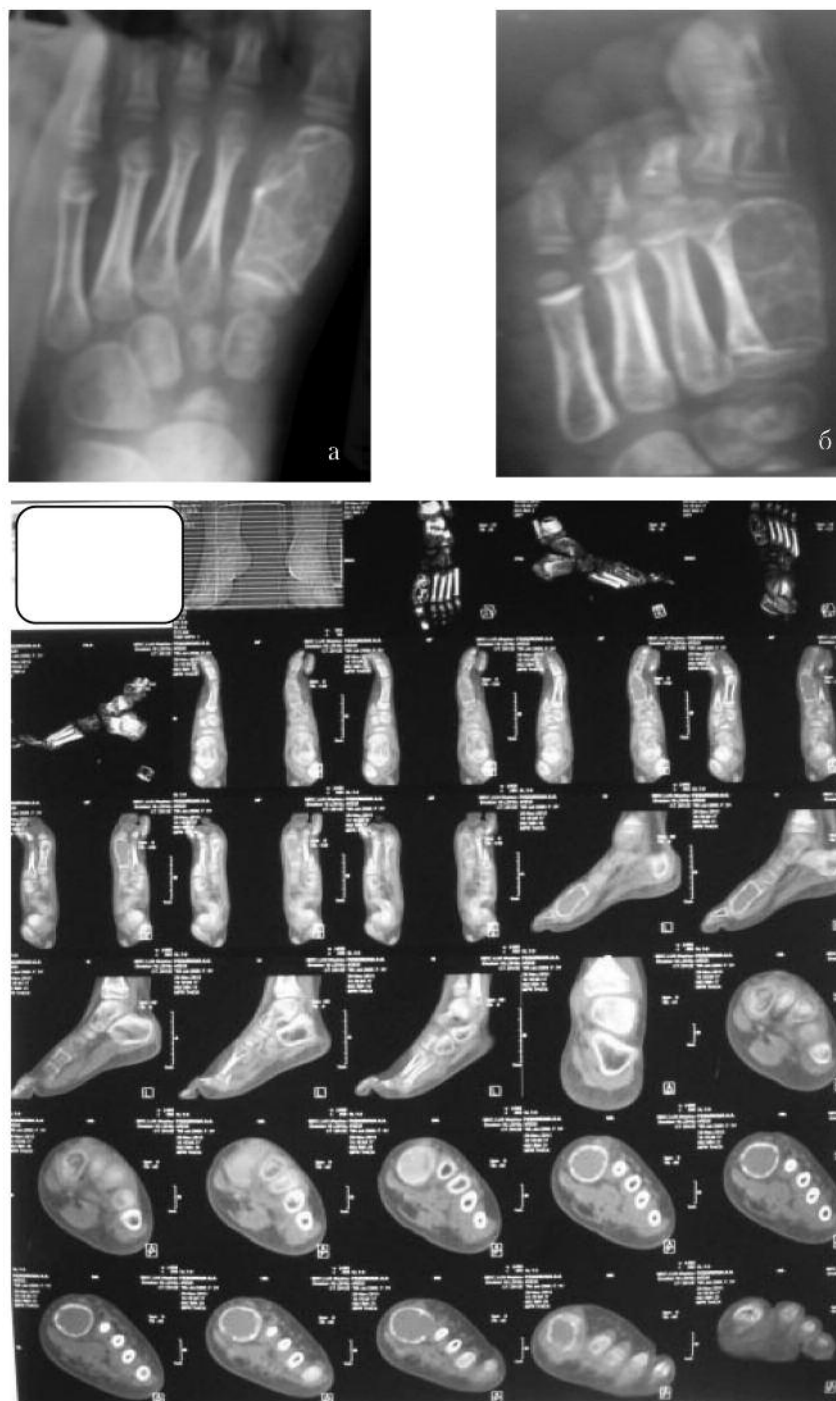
На рентгенограммах левой стопы (а, б) и компьютерной томограмме (в) в диафизе и головке I плюсневой кости определяется участок деструкции ячеистой структуры, кость утолщена за счет вздутия. Заключение: Энхондрома? Аневризмальная киста?
